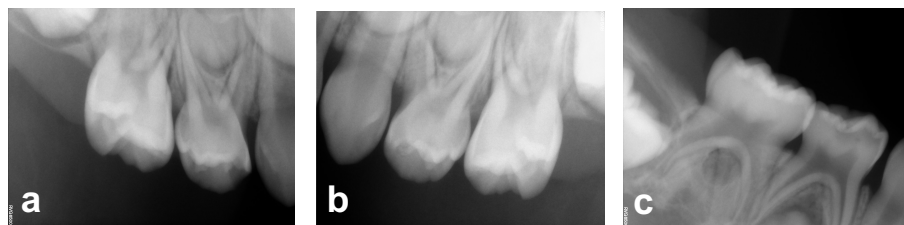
a) Radiografía inicial del cuadrante 5, en la cual se observó una sombra radiolúcida a nivel de la unión amelodentinaria del órgano dentario 54. b) Radiografía inicial del cuadrante 6, se observó una pequeña sombra radiolúcida a nivel de esmalte en el órgano dentario 64. c) Radiografía inicial del cuadrante 8, en la cual se observaron el órgano dentario 84 con una sombra radiolúcida a nivel de dentina con aproximadamente 1 mm de profundidad y el órgano dentario 85 con una sombra radiolúcida a nivel de la unión amelodentinaria.
